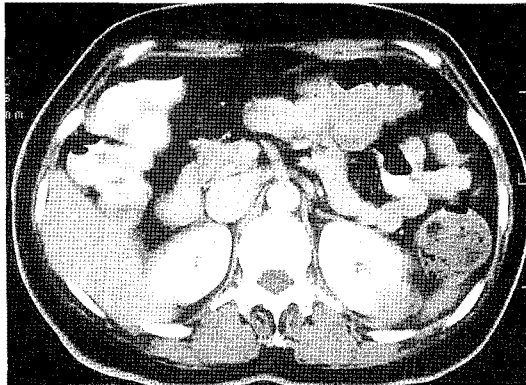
Abdominal CT reveals angiomyolipoma of left kidney. 3.5×2.5cm inhomogeneously enhancing soft tissue density mass in posterior aspect of upper pole.
